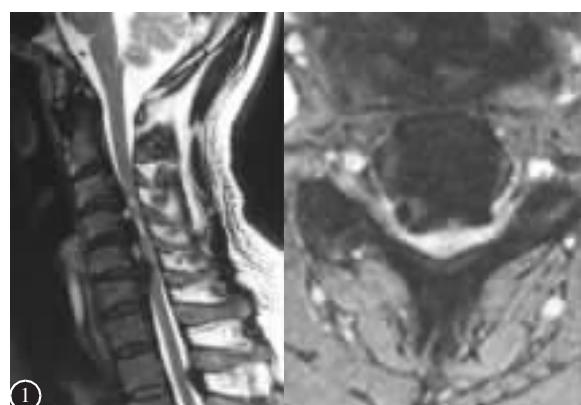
术前 MRI 矢状面及水平面示颈髓明显受压
